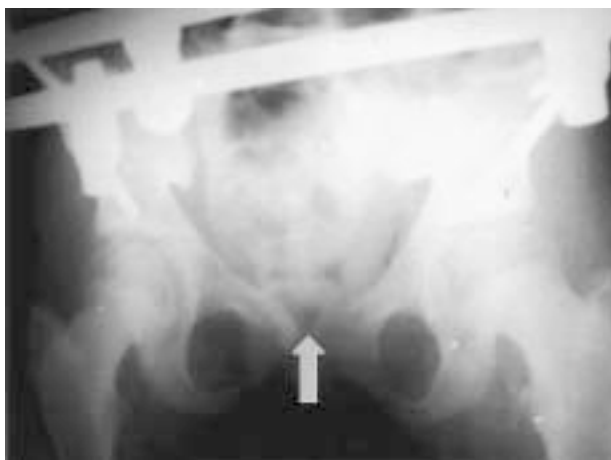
Radiografía de la pelvis en el postoperatorio inmediato, observando cierre de la sínfisis púbica (flecha vertical hacia abajo). Y sitio de la osteotomía en el hueso iliaco (flecha horizontal hacia arriba).
